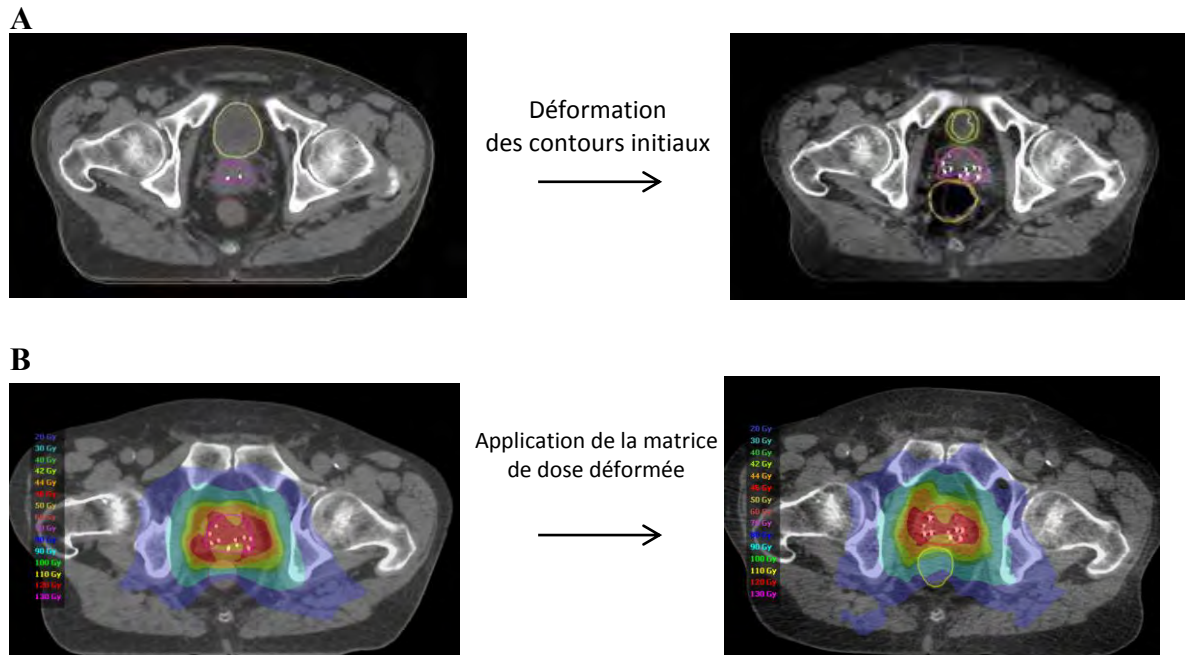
A/ Déformation automatique des contours initiaux du CT de planification vers les CBCT contenant les contours re-définis par le radiothérapeute ; B/ Application du champ de déformation à la matrice de dose.
